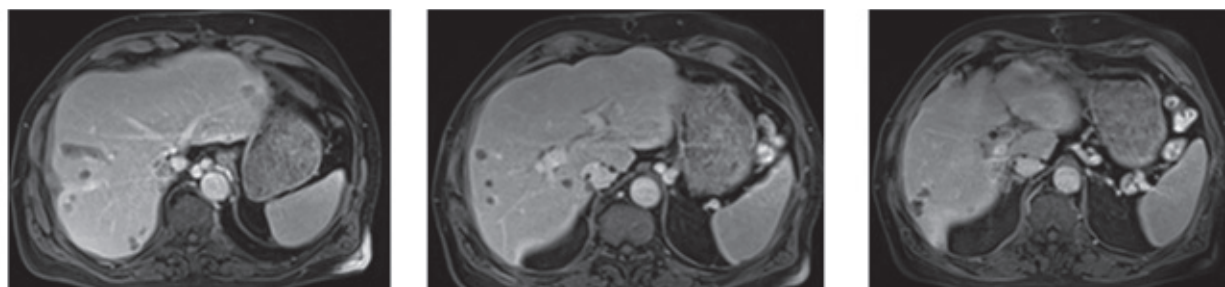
Состояние после первого сеанса ТАХЭ. МРТ органов брюшной полости в аксиальной проекции, постконтрастные T₁-ВИ в портальную фазу. Множественные гиповаскулярные очаги в обеих долях аллотрансплантата печени
